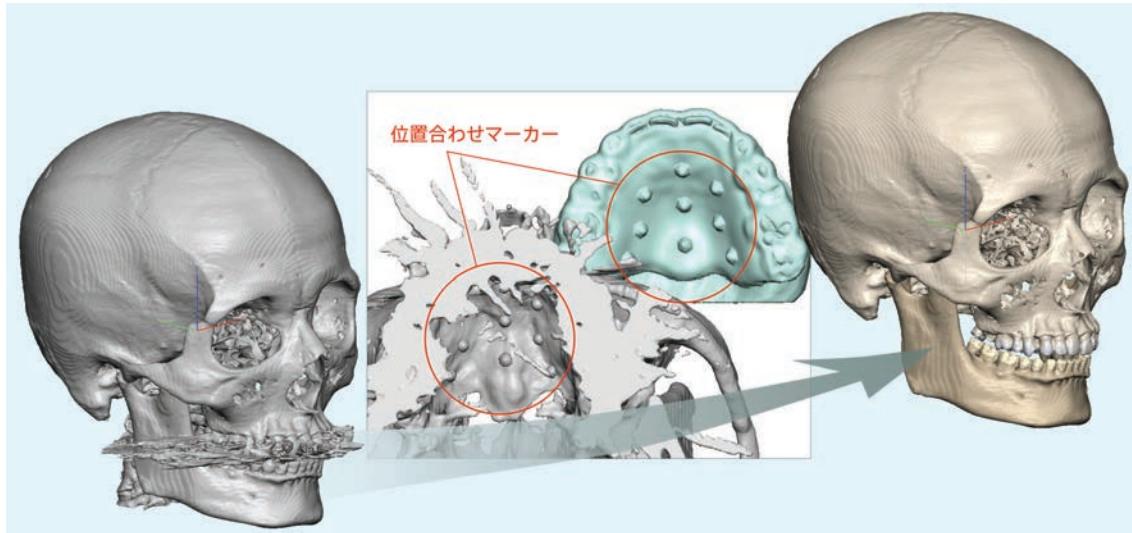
金属歯冠修復物から発生するメタルアーチファクトは、位置合わせマーカーを基準にCT骨像と合成した石こう歯列模型の歯冠形態に置き換えることで除去することができた。この方法により正確な3D骨モデルを生成することが可能になった。本技術はわれわれの特許の一つである。
